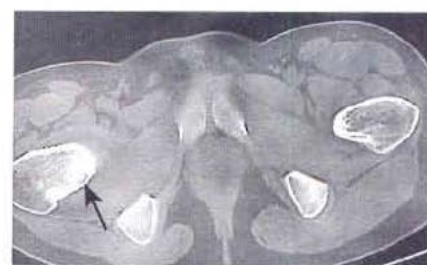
Ostéome ostéoïde – TDM. Le nidus (flèche) se présente comme une ostéolyse à contours nets, qui est entourée d'une large plage d'os condensé réactionnel ; le nidus contient une calcification hyperdense.
